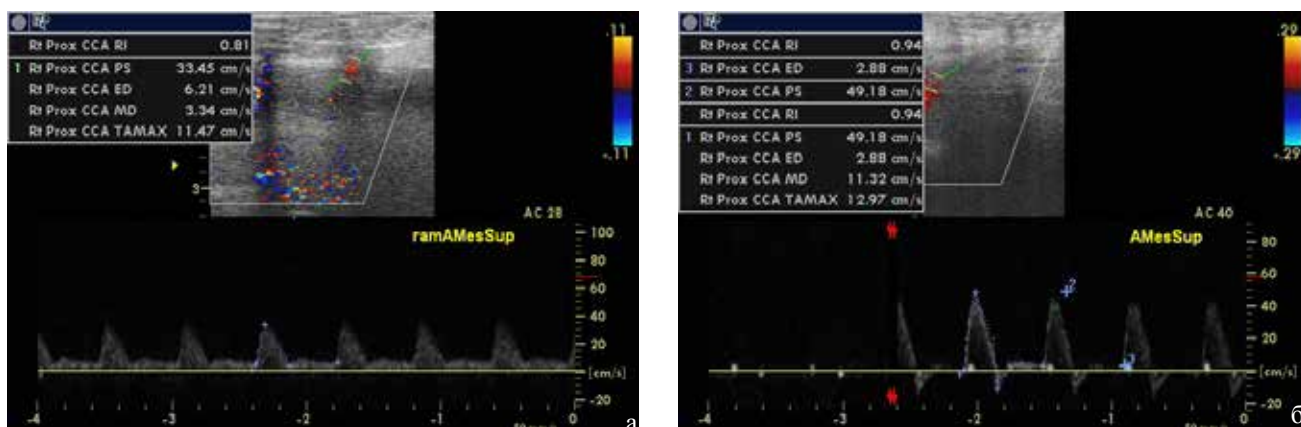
Интраоперационное ультразвуковое дуплексное сканирование бассейна ВБА у больного с ПРП (1 релапаротомия): а - на уровне ВБА регистрируется трехфазный кровоток (повышено периферическое сопротивление, интенсивность воспаления, степень отека тканей, полнокровие). / Fig. 2. Intraoperative ultrasound duplex scanning pool superior mesenteric artery blood flow recorded a three-phase (increased peripheral resistance, intensity of inflammation, degree of edema, hyperemia).
